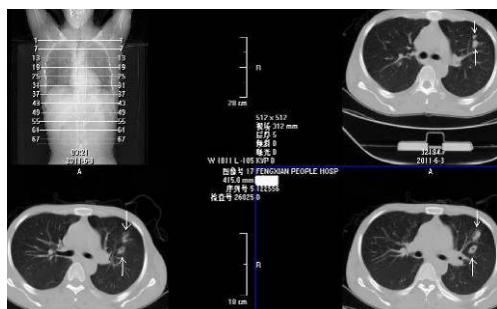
创伤后 19 天。CT 示左肺左肺多枚液囊及 1 枚呈银镯征的气囊
